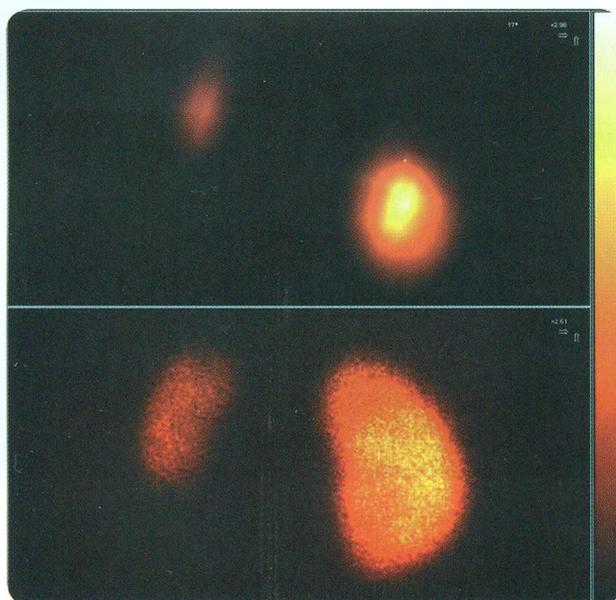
Динамическая сцинтиграфия (верхний снимок) в положении сидя и статическая сцинтиграфия (нижний снимок) в положении лежа у ребенка с гипоплазией левой почки. Обращает на себя внимание значительное отличие в размерах правой почки от левой
